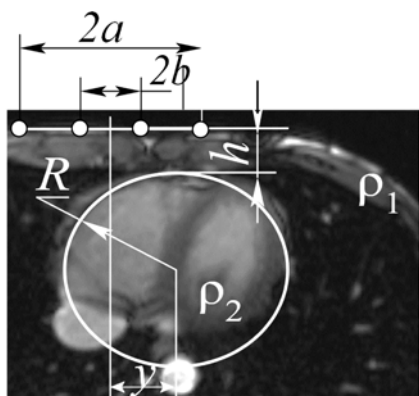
Геометрические параметры аналитической модели, получаемые по данным среза МРТ: ρ_1 – удельное сопротивление мягких тканей; ρ_2 – удельное сопротивление крови; h – глубина от поверхности грудной клетки до крови; a, b – полурасстояния между токовыми и потенциальными электродами; y – смещение электродной системы относительно центра аппроксимирующей сферы; R – радиус аппроксимирующей сферы
